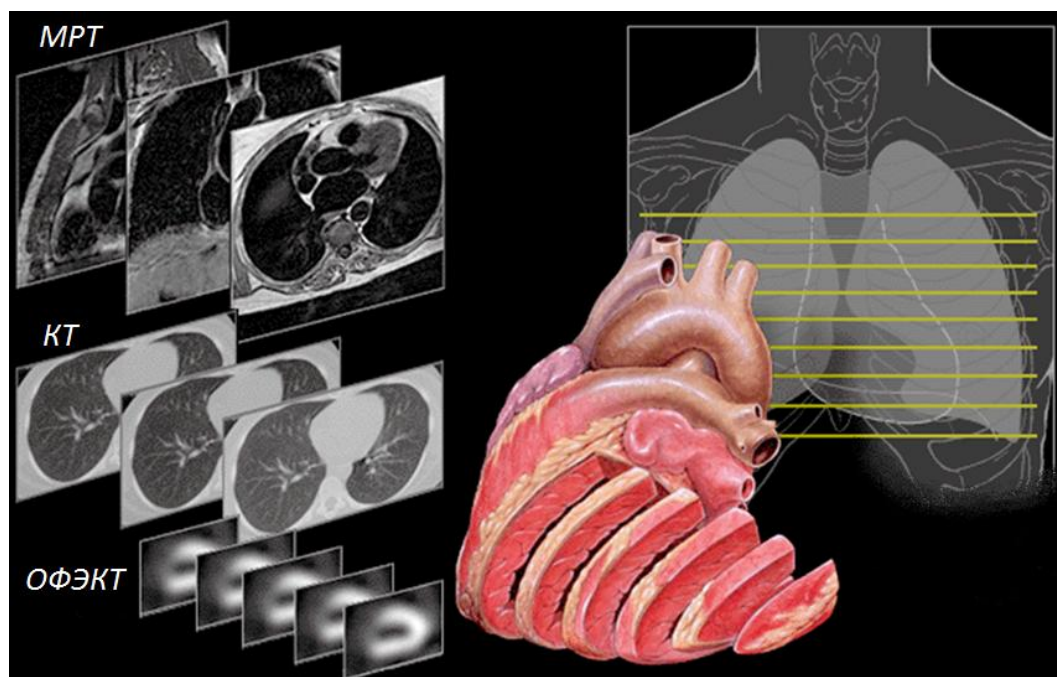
Сравнение МРТ, КТ и ОФЭКТ изображений
